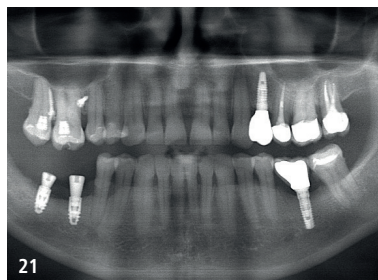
Röntgenkontrolle Zahn 25 und 27 nach zwei Jahren, Implantat Zahn 24 wurde zwischenzeitlich andernorts inseriert und prothetisch versorgt. – Abb. 21: OPTG des Überweisers sechs Jahre nach Behandlung. – Abb. 22: Röntgenkontrolle WF Zahn 25 und 27 sechs Jahre post OP.
